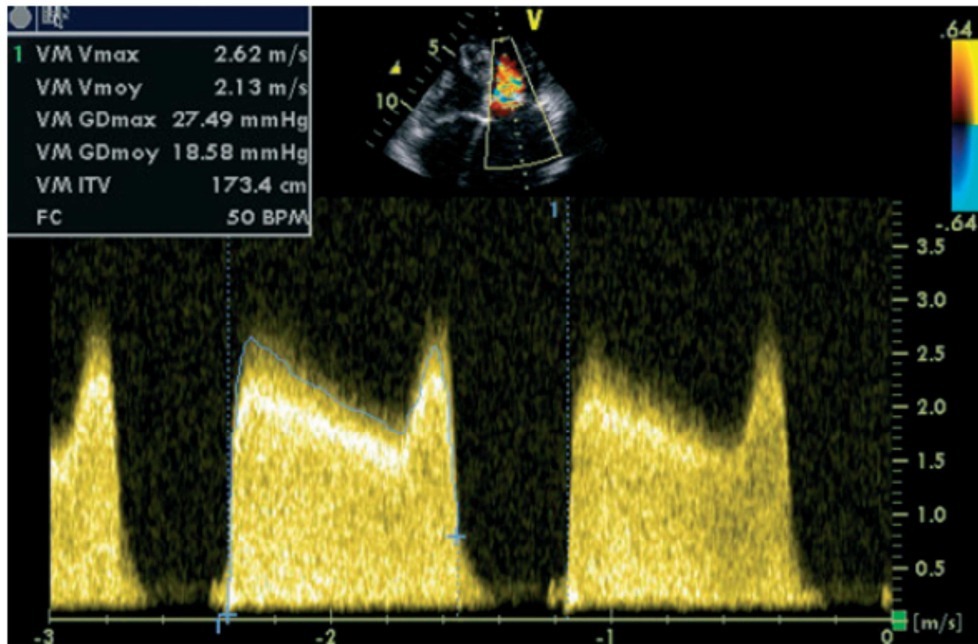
Doppler continu à travers la valve mitrale, avec un gradient moyen de 18mmHg, ce qui confirme un rétrécissement mitral serré.
